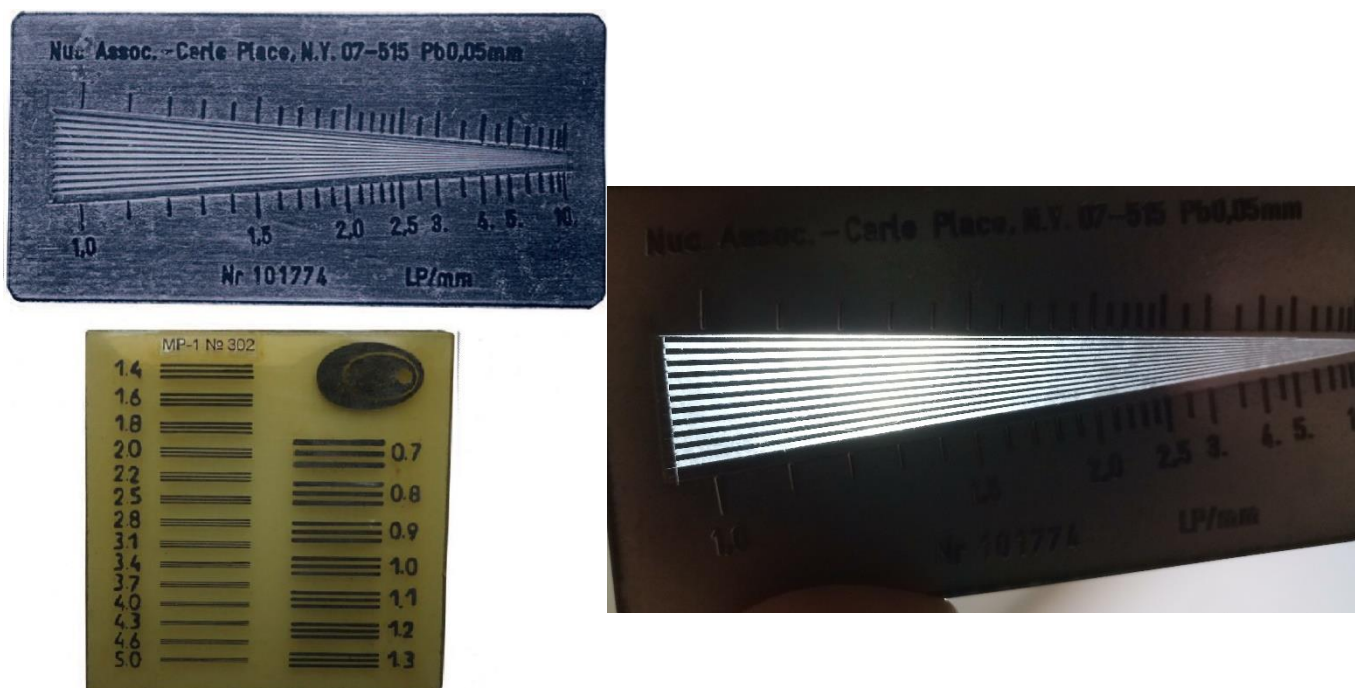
Рентгенівські міри.
